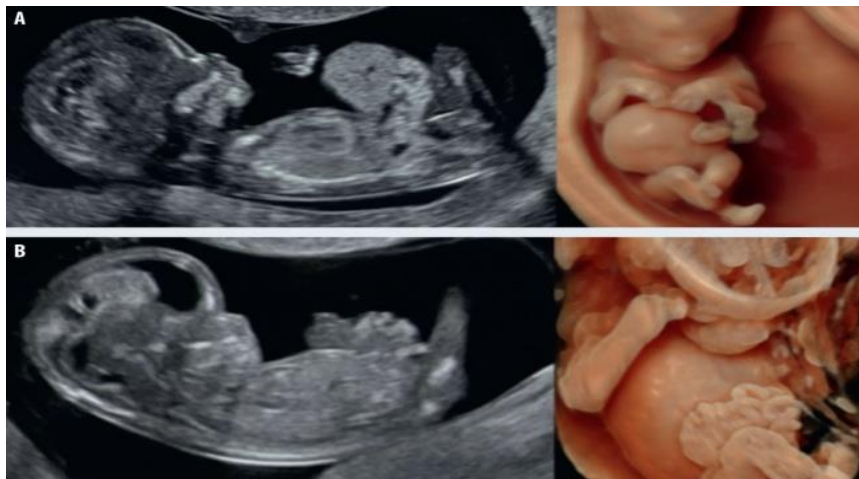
Image échographique d'un fœtus au premier trimestre de grossesse
